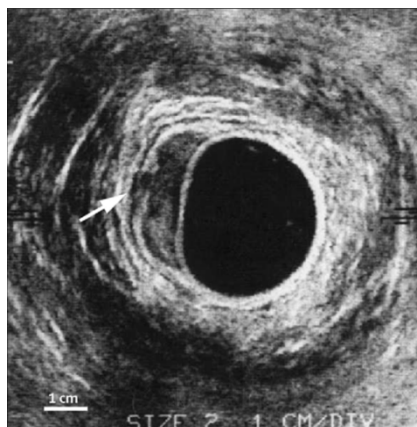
Imagen de una neoplasia de recto por ecografía endorrectal. La flecha indica la infiltración de la capa muscular propia (uT2N0) (Weitz J, Koch M y Debus J, 2005).
